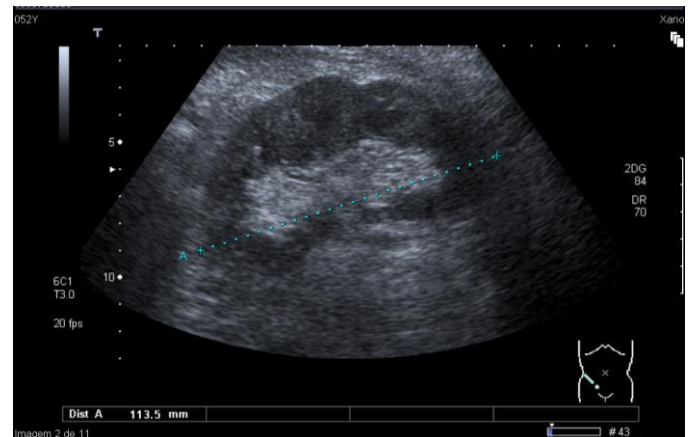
Ecografia do rim transplantado do caso em discussão.
